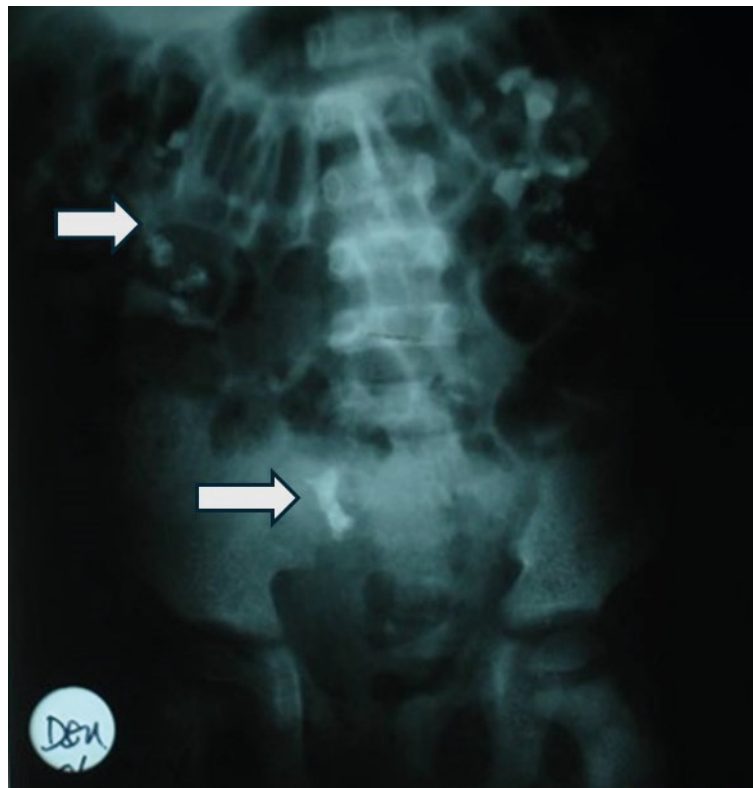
Radiografía de abdomen simple muestra múltiples imágenes radiopacas a nivel renal y vías urinarias (flechas), de tamaño variable.
